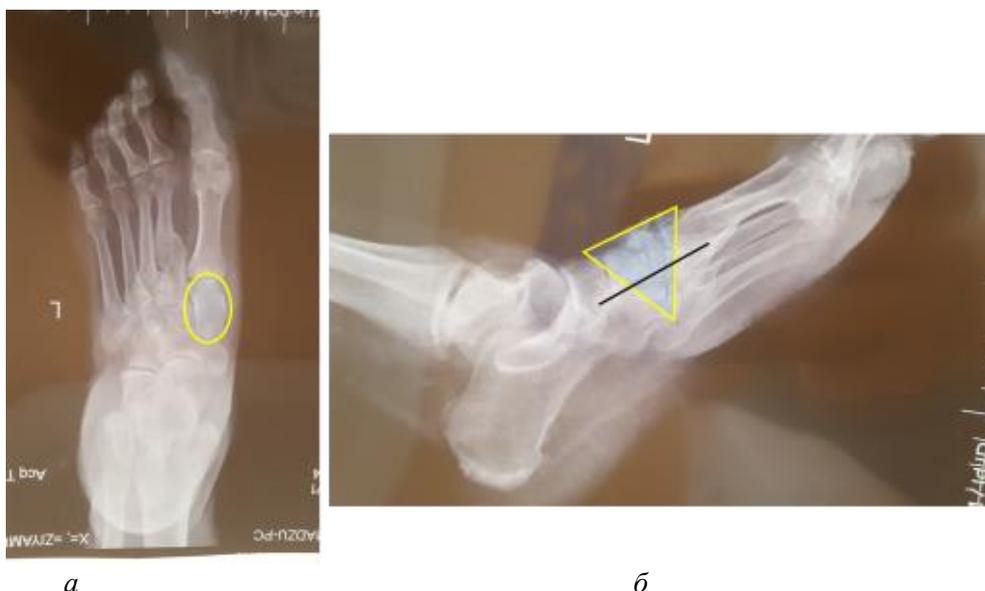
Рентгенокартина стопы. Имеется деструкция клиновидной кости (а) и ее пролапс (б).
